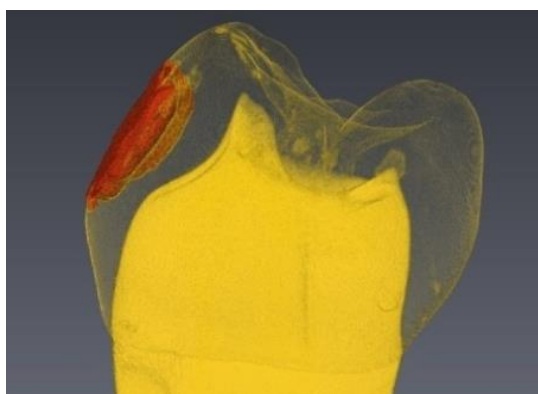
3D-изображение 1.4 зуба с очагом ИКЭ в центре коронки (КТ)
